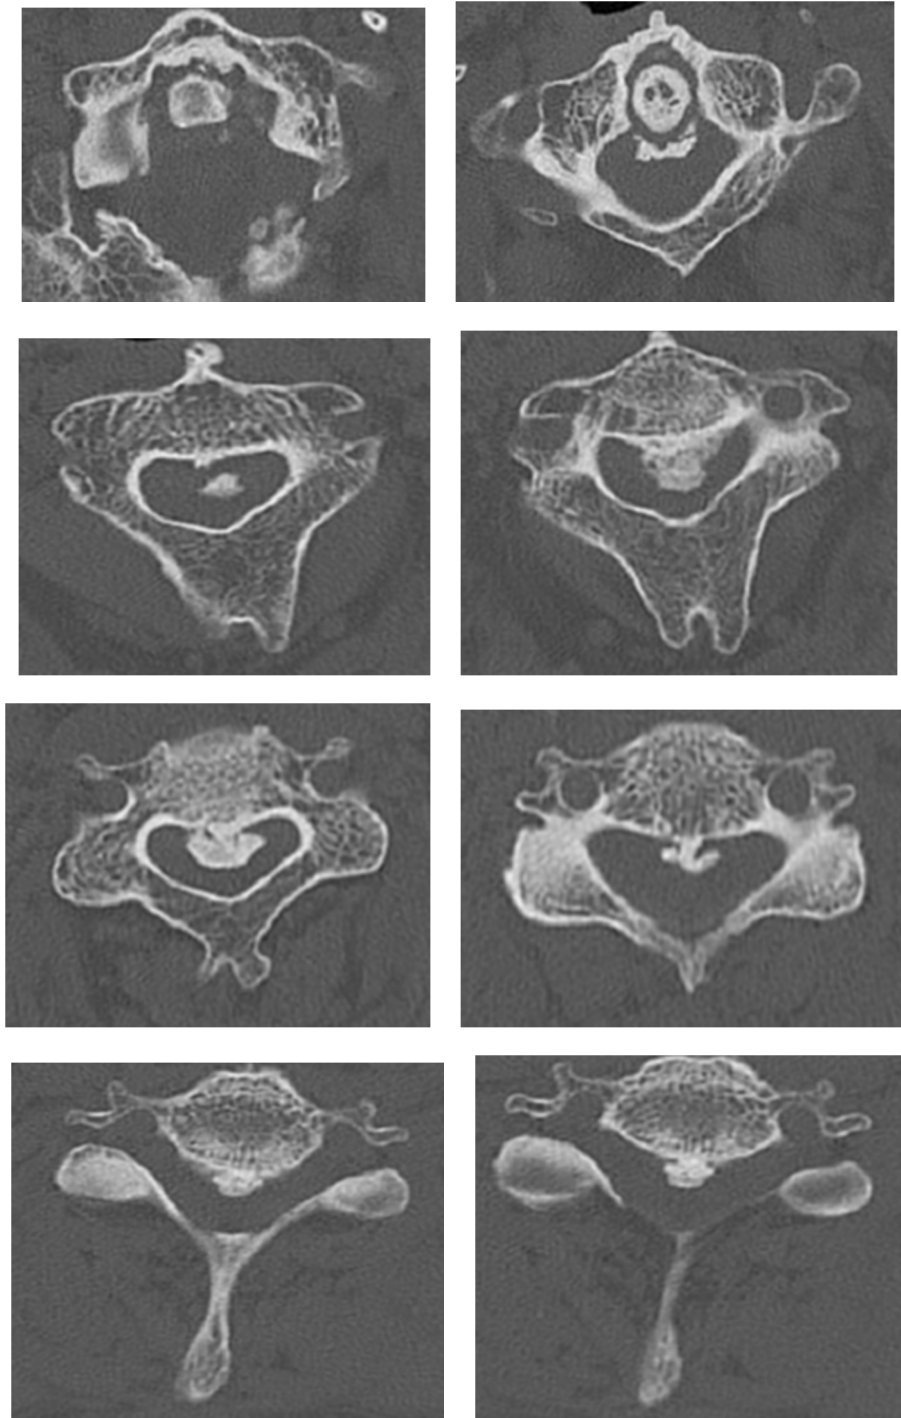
TDM cervicale en coupe axiale, fenêtre osseuse qui montre l'ossification étendue du ligament longitudinal postérieur entrainant une sténose importante du canal rachidien avec un aspect laminé du cordon médullaire.
